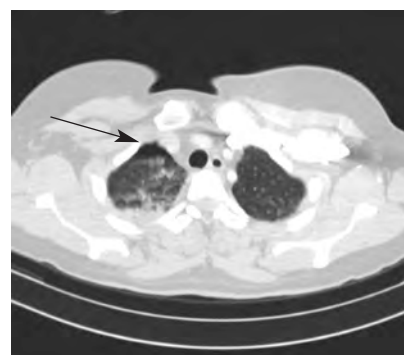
TC con contraste de tórax, corte axial. Contusión pulmonar con hidroneumotórax derecho (flecha).
